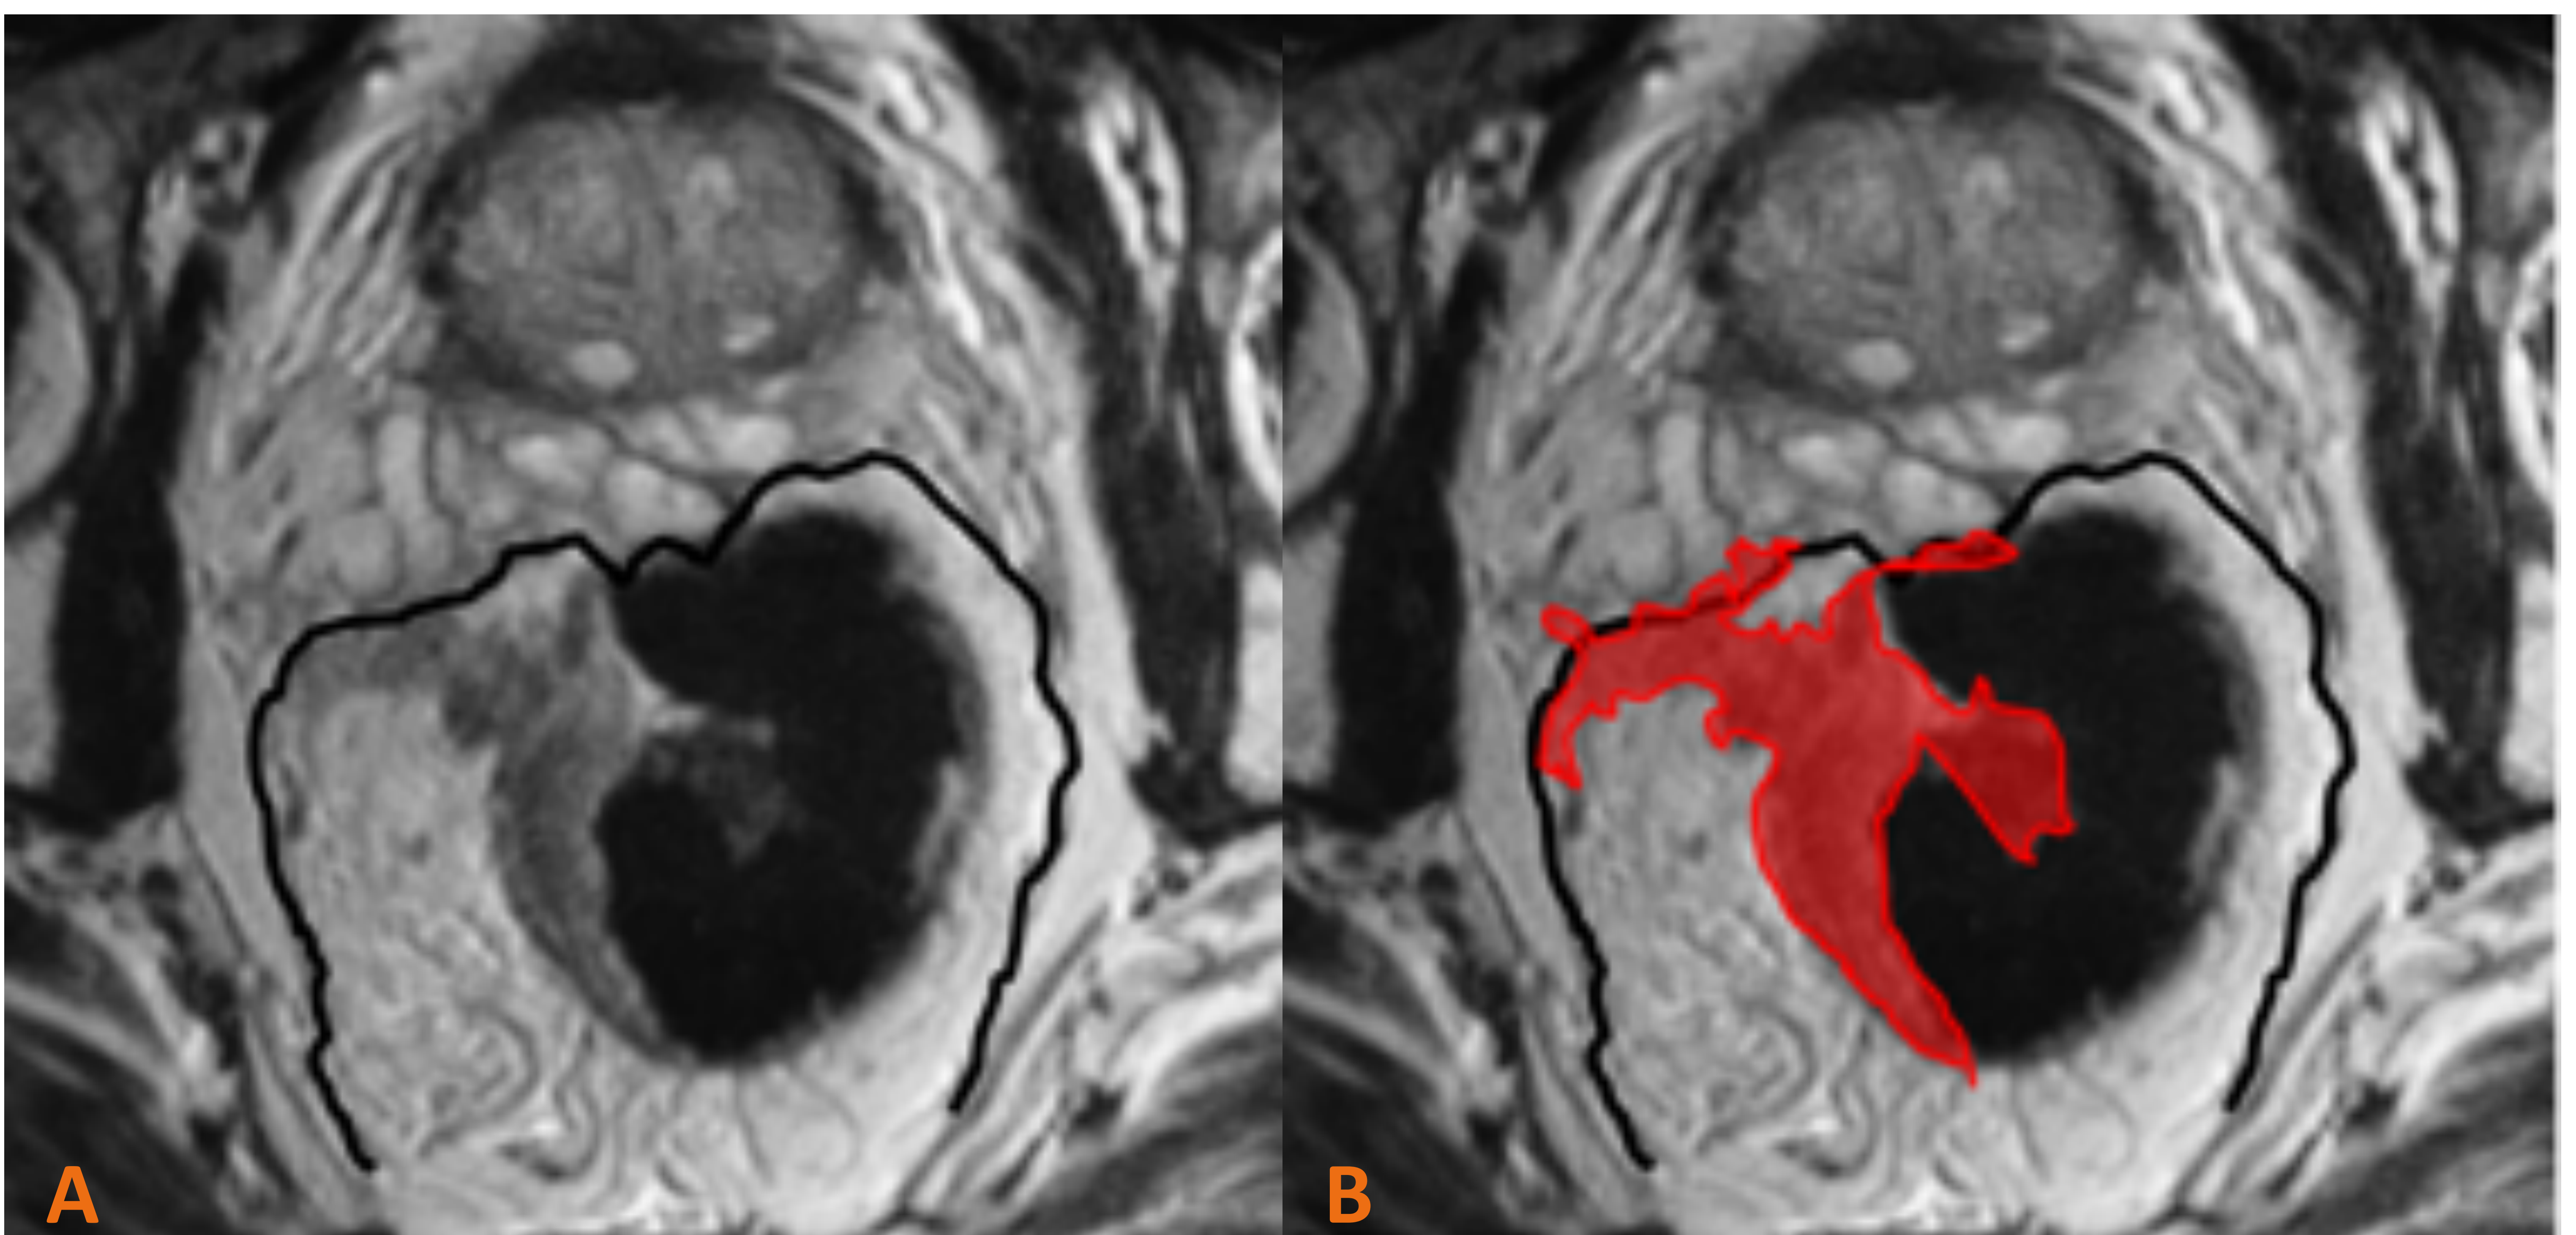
A y B. RM rectal, corte axial dónde se visualiza la fascia mesorrectal en riesgo representada como la línea negra. B: Neoplasia de recto marcada en rojo, contactando ampliamente con la fascia.
